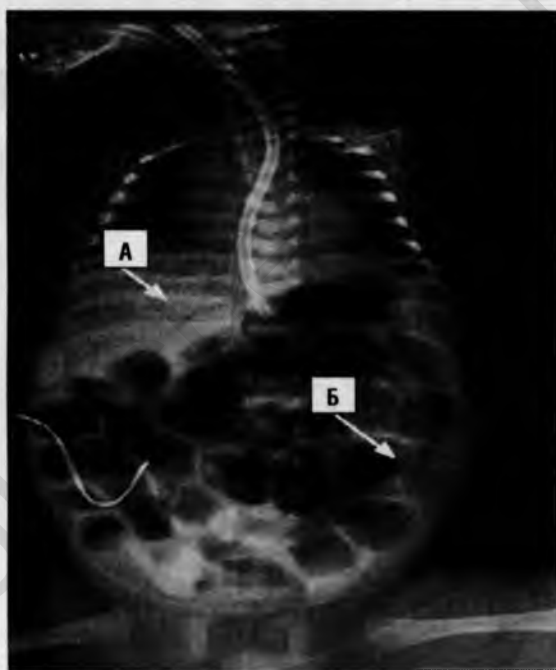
Рентгенологические признаки некротического энтероколита
